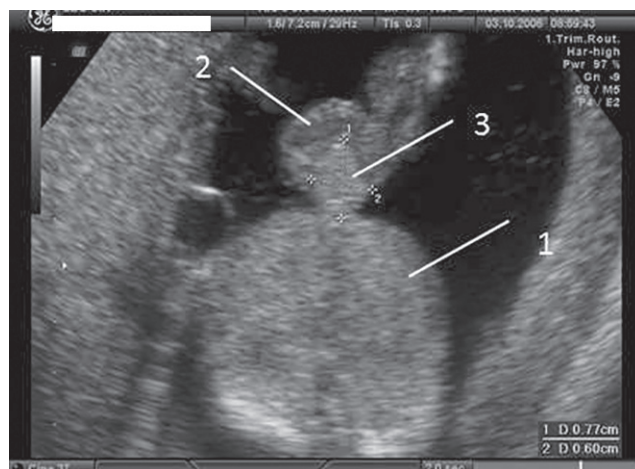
Омфалоцеле. УЗИ плода 14 нед:
